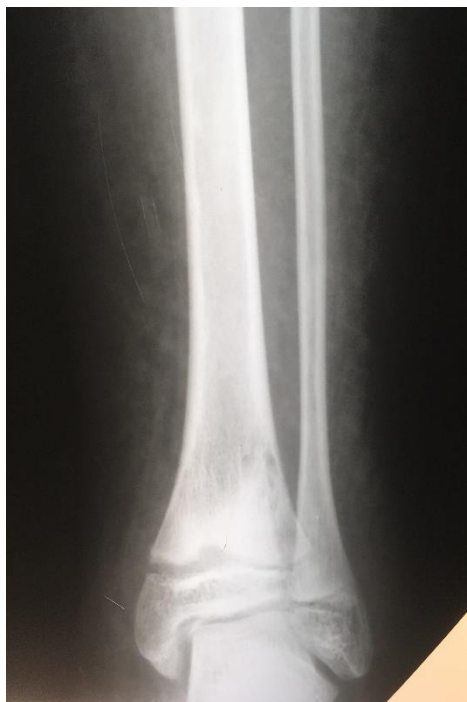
Рентгенограма хворої Д., 11 років. Дрібно-коміркова перебудова структури метадіафізу великогомілкової кістки, зміни метафізу та зони росту.
